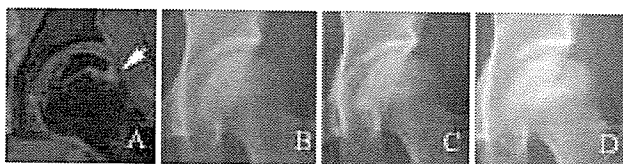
36歳女性。MRI撮影時、Lateral pattern (A:矢印)を示し、X線では Stage 1であった(B)。1年3ヶ月後より疼痛出現し、X線では1年6ヵ月後 Stage2 (C)、
